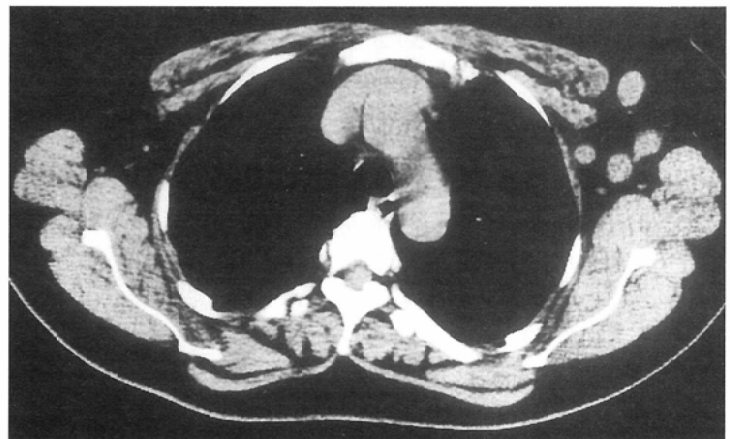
40 y.o female with left breast cancer (T3N1bM0 StageIIIA) A few swelling lymph nodes larger than 10 mm on short axis are seen on the thin section CT image. We considered that the axillary lymph node involvement is positive. Pathology revealed lymph nodes involvement.
